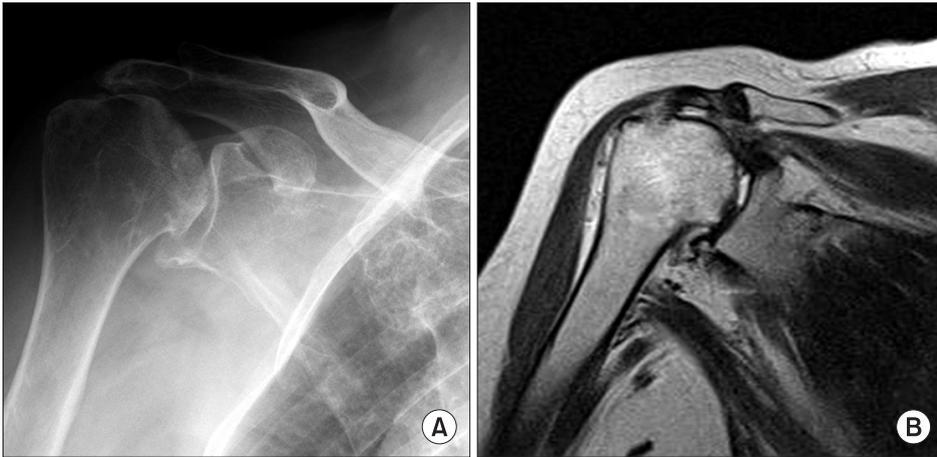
(A) The anteroposterior radiograph of the right shoulder shows degenerative change and collapse of the humeral head. (B) MR-arthrogram of the patient shows massive full thickness rotator cuff tear of supraspinatus tendon and infraspinatus tendon.
